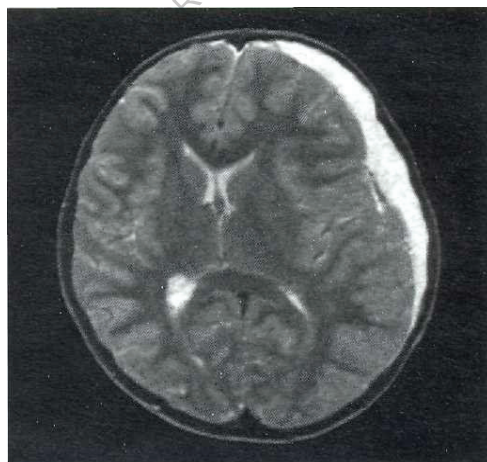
МРТ–изображение (аксиальная T2-томограмма)
